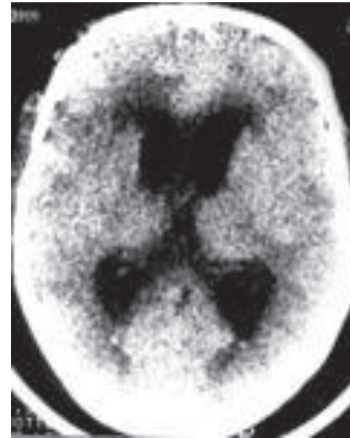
КТ признаки острой внутренней гидроцефалии с расширением передних и задних рогов боковых желудочков
